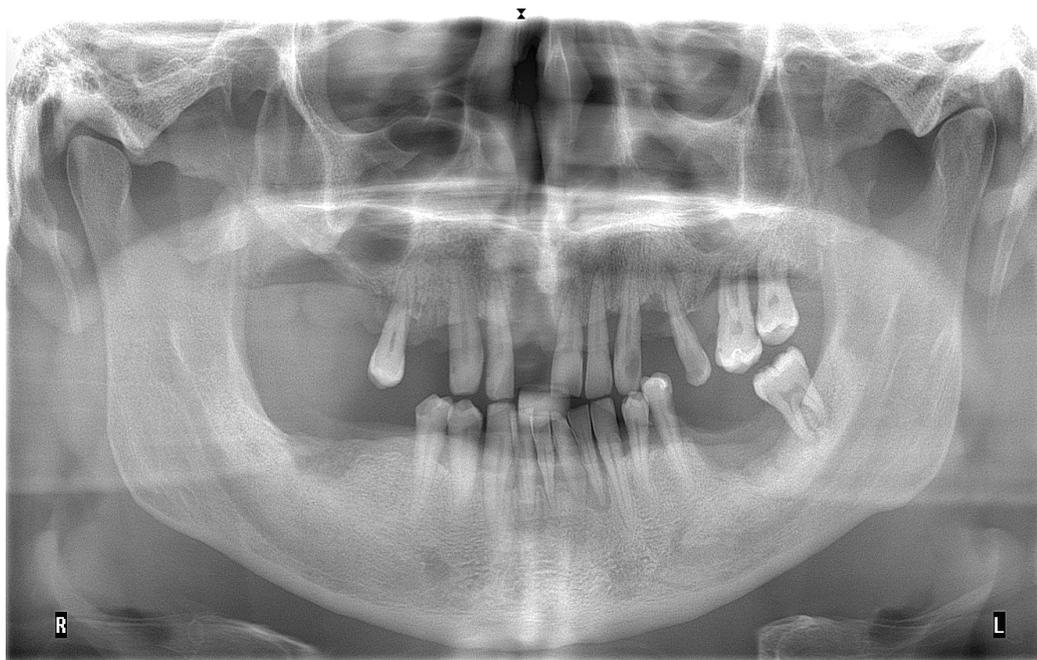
Рентгенологічно ГП III ступеню важкості, період загострення.
